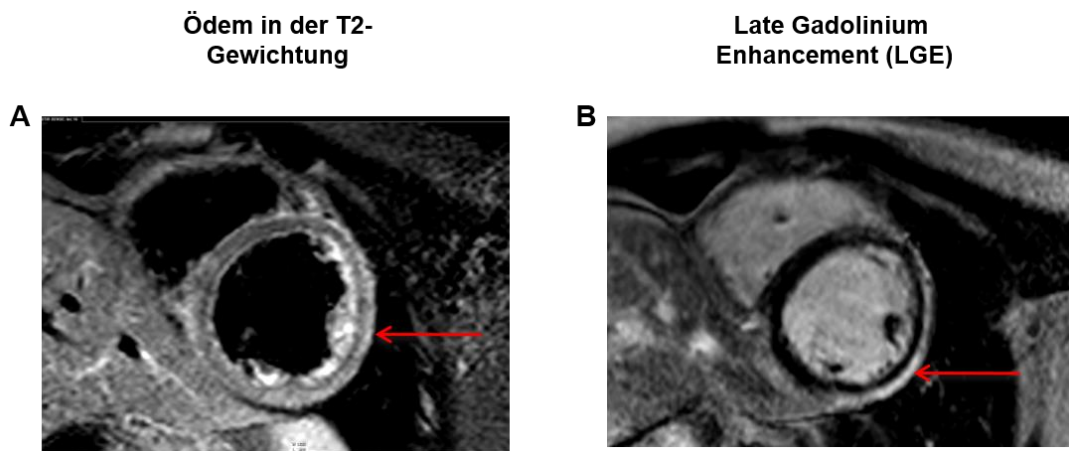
MRT-Aufnahmen eines humanen Herzens in der Kurzachsen-Darstellung auf Ventrikelenebene mit nachgewiesener Myokarditis. A In der nativen T2-Gewichtung zeigt sich an der Wand des linken Ventrikels eine hyperintense Aufhellung (roter Pfeil), die das begleitende Ödem der Myokarditis darstellt. B Das Late-Gadolinium Enhancement zeigt sich an der Wand des linken Ventrikels als hyperintensives Signal (roter Pfeil) als Ausdruck der Nekrose im Myokard. Verwendete MR-Aufnahmen mit freundlicher Genehmigung von PD Dr. Rolf Gebker [Deutsches Herzzentrum Berlin]
